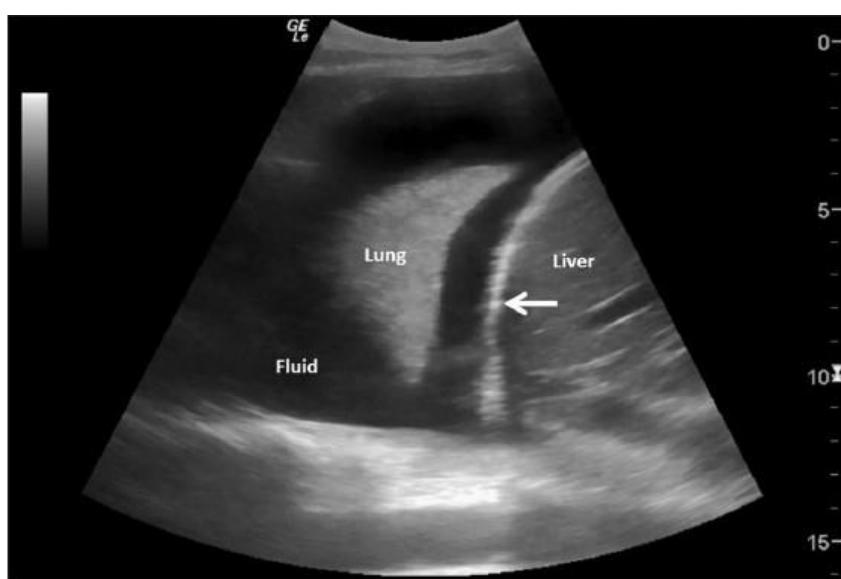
základné sonografické nálezy: A) základný znak, B) A-línie, C) B-línie, D) znak útržku, E) konsolidované pľúca s pleurálnym výpotkom, F) atelektáza, G) drobný pleurálny výpotok, znamenie sínusoidy.
